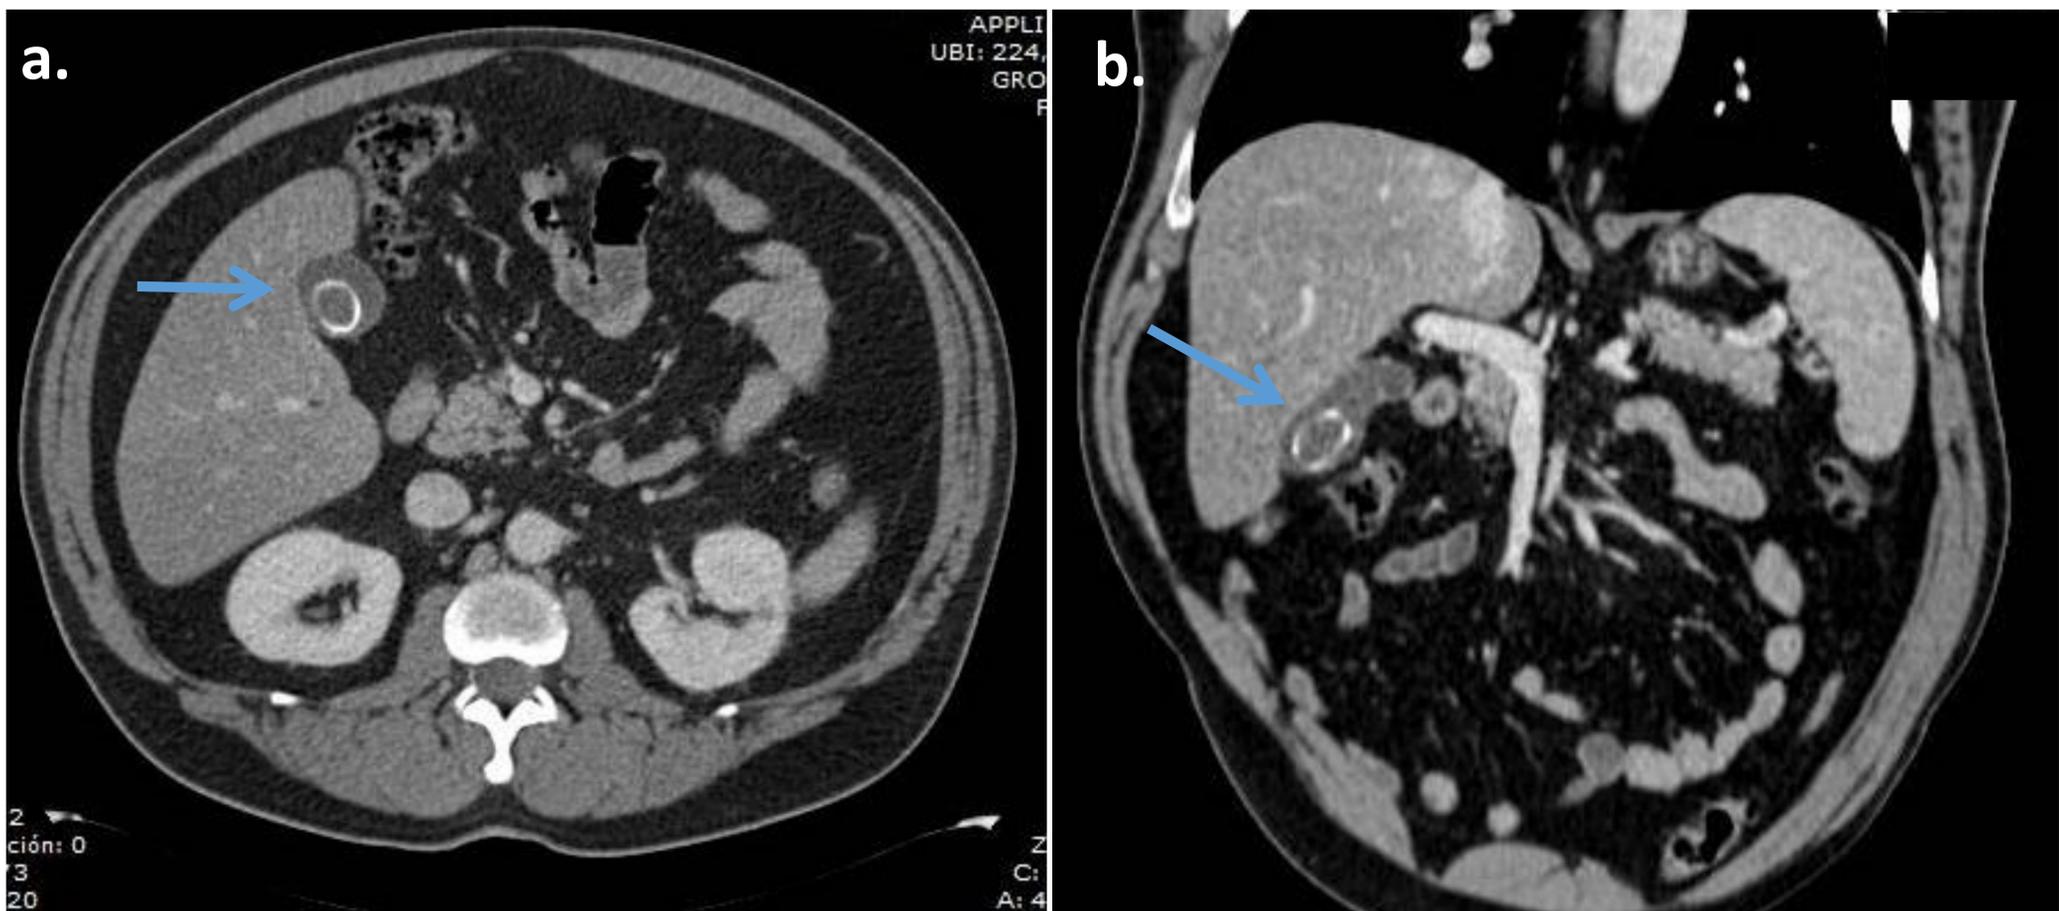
Corte axial TC con contraste. Fig 10b. Corte coronal de TC del mismo paciente. Hallazgo incidental de colelitiasis radio-opaca facetada (flechas).
